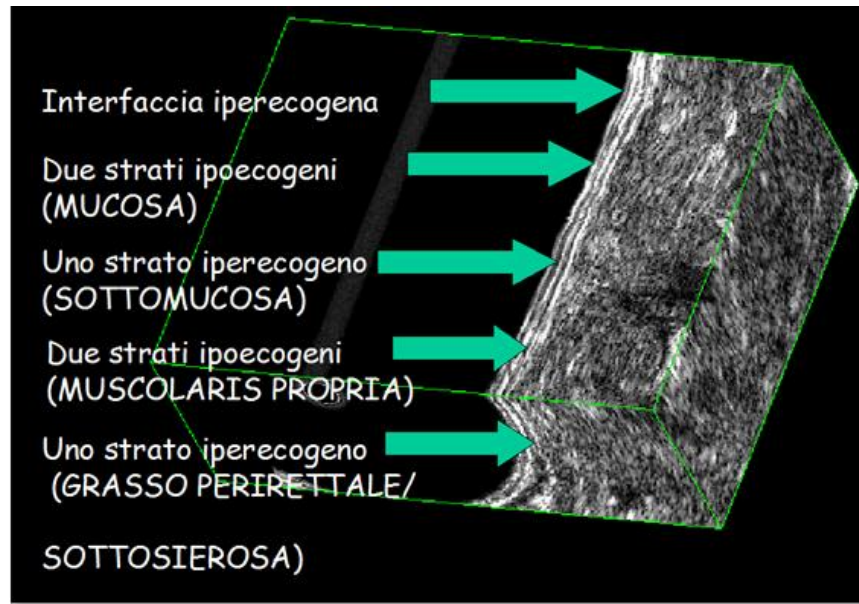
Ricostruzione tridimensionale computerizzata dell'immagine ecografica.
